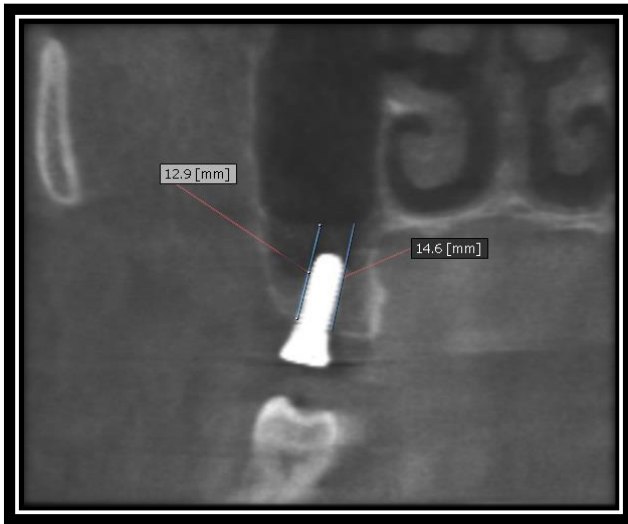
يظهر صورة CBCT قبل العمل الجراحي وقياسات ارتفاع العظم المتبقي وقياسات بعد النقطة الثابتة المختارة عن مركز الزرعات المخطط له
